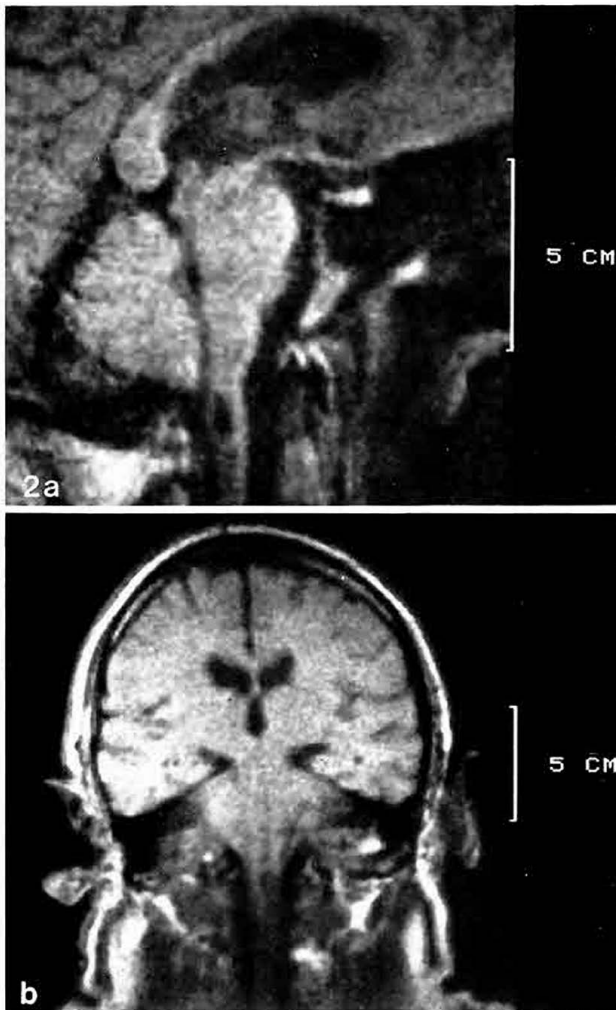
NMR Sagittal (a)- und Frontal (b)-Schnitt durch den Hirnstamm und das obere Halsmark. Längsvaler scharf begrenzter, raumfordernder Prozeß in Höhe HWK I/II mit liquorähnlicher Signalintensität; nach kaudal anschließender, medialer Streifen ebenfalls verminderten Resonanzsignals (s. Text). Spin-Echosequenz: Impulsabstand R 400 msec, Auslöseverzögerung d 45 msec
